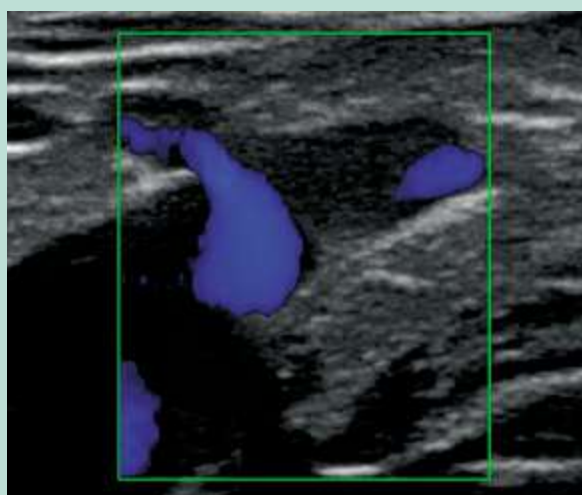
Image écho-Doppler couleur postopératoire d'un stripping sans crossectomie.
